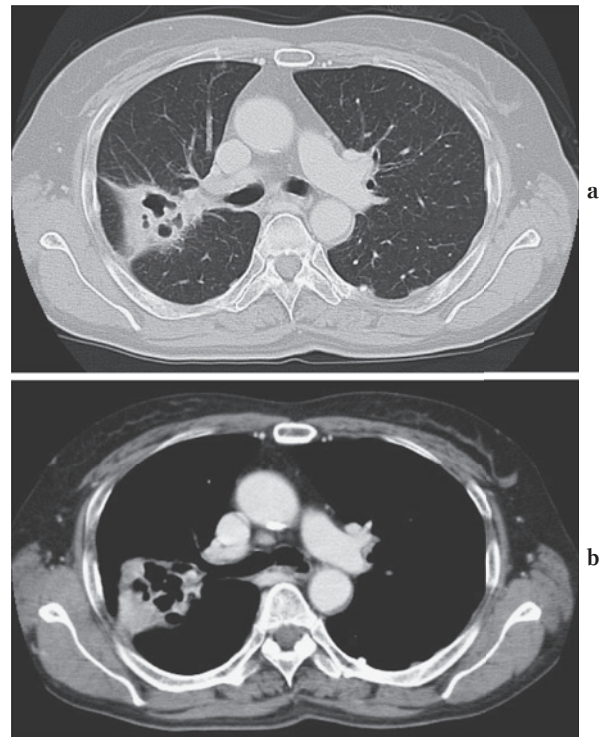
a: Chest CT image shows a mass with cavities in the posterior segment of the right lung. b: A swollen right hilar node.
